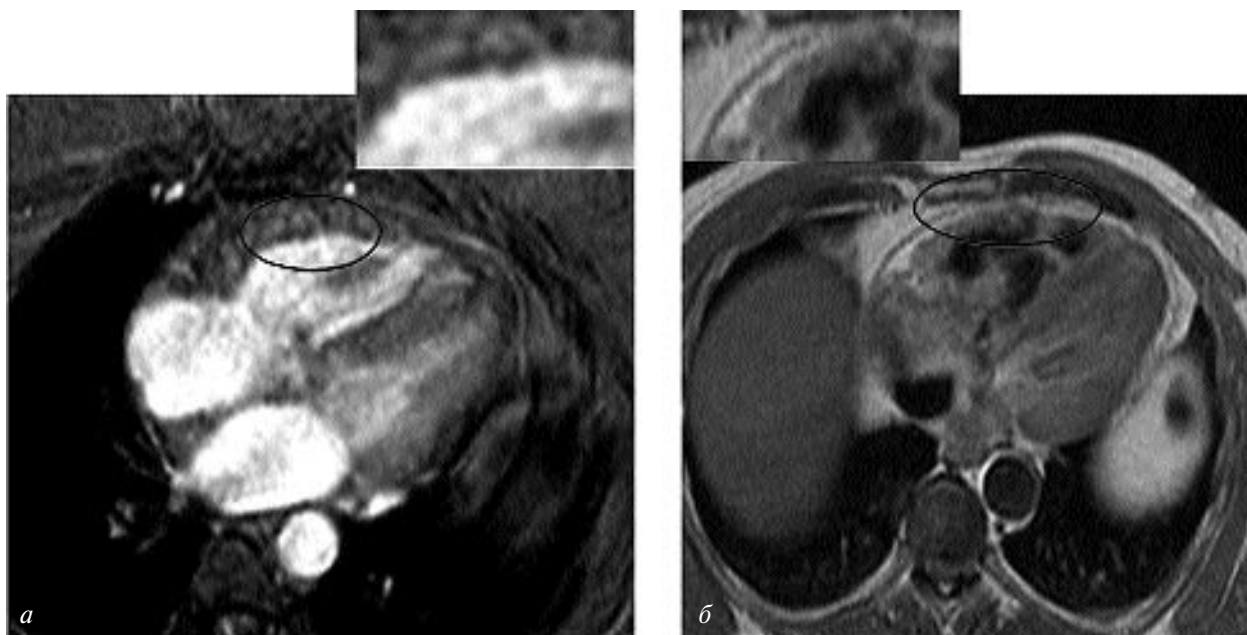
МРТ миокарда пациента с МКС.
